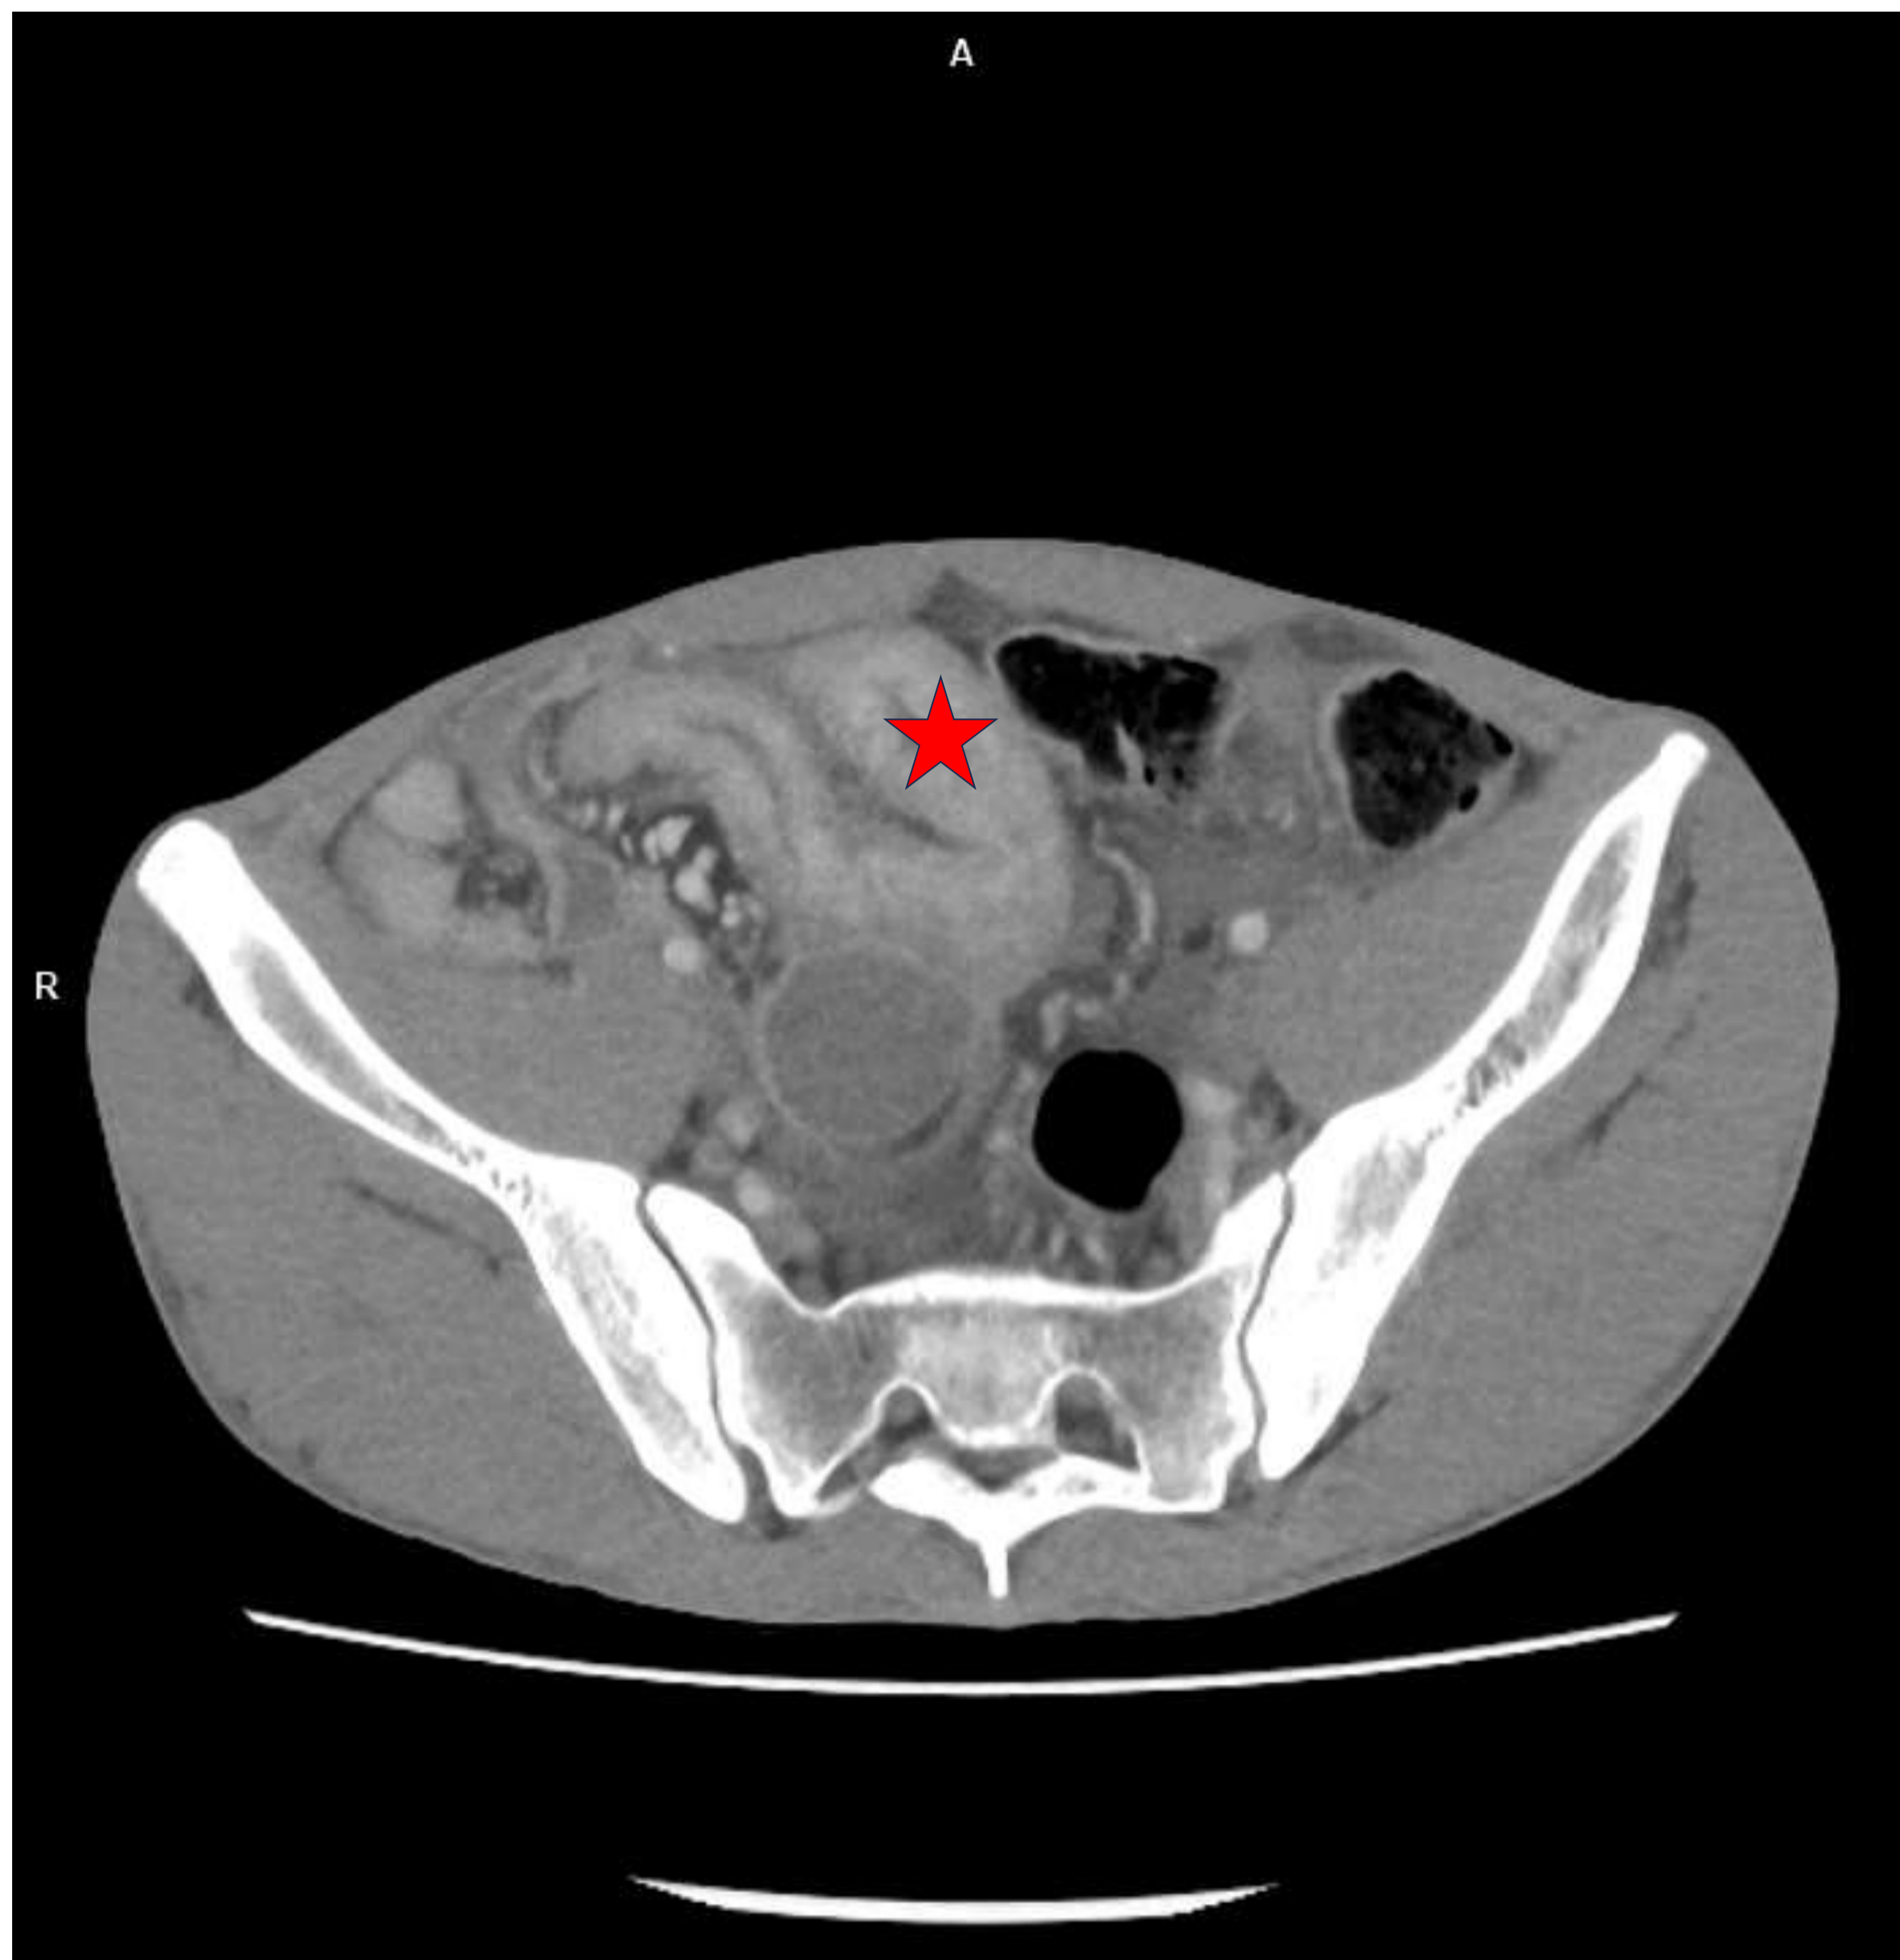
Colitis de Crohn fistulizante con formación de colección. TC abdominopélvico fase portal, corte axial.
